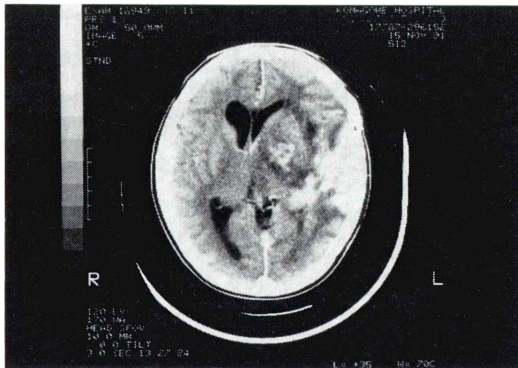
A 43-year-old female with anaplastic astrocytoma. CT scan shows a low-density area with marked enhancement in the left parietal lobe.
